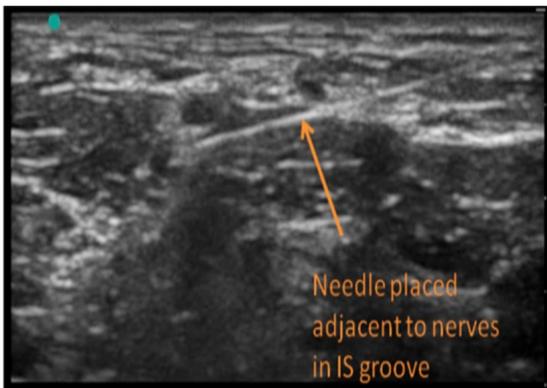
Gambaran ultrasonografi pleksus brakialis dalam cekungan interskalenus
